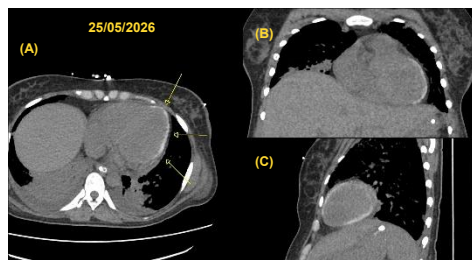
TC mostrando calcificações miocárdicas em 25/05/2026 nos cortes (A) axial; (B) coronal; (C) sagital.
